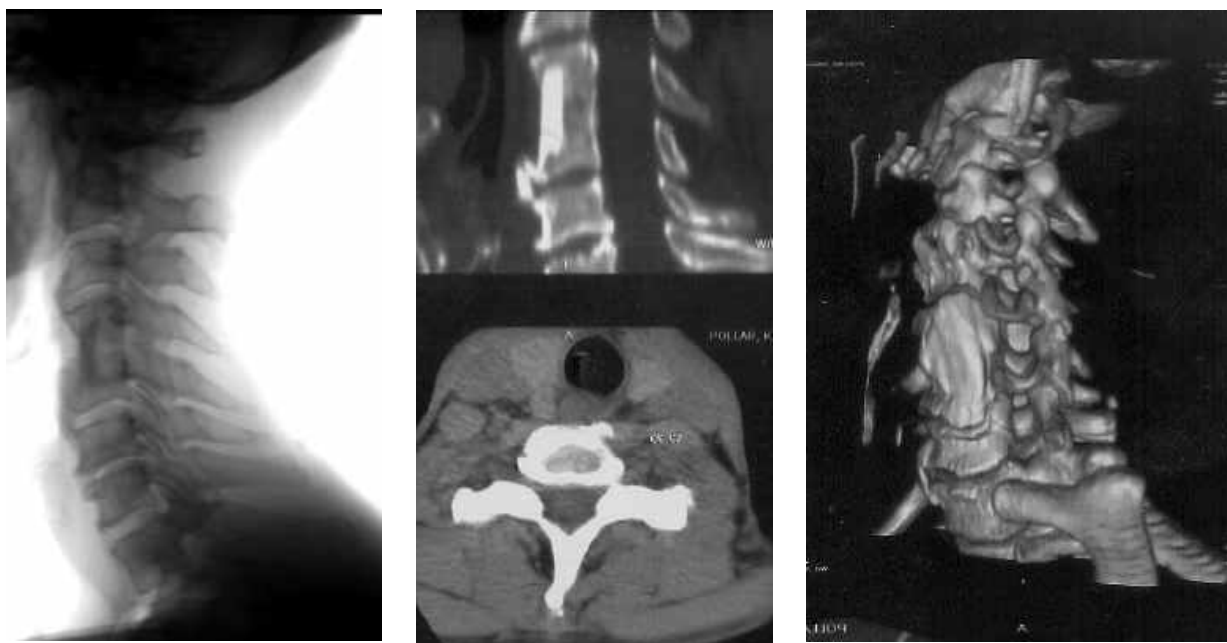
Спостереження №157. Пацієнт К-ов, 35 років, історія хвороби №6355. Спондилографія шийного відділу хребта, бокова проекція. Спіральна комп'ютерна томографія, скани в аксіальній і сагітальній проекціях, 3-Д реконструкція після кісткового аутокорпозу сегмента С₄-С₅ з формуванням кісткового блоку через 3 роки після травми і оперативного втручання. Міжхребцевий остеохондроз сегментів С₅-С₆, С₆-С₇, деформуючий спондиліоз сегментів С₃-С₄, С₅-С₆.
